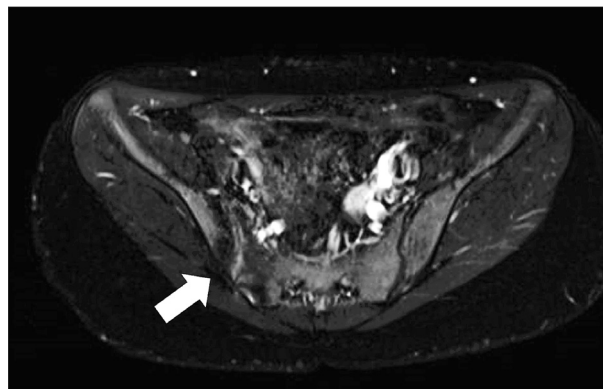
Magnetic resonance image taken on 12 January X+2, 1 year and 7 months after the start of treatment. Compared with before treatment (Fig. 1), fluid retention and high-signal areas in the right sacroiliac joint on fat-suppressed T2-weighted images had disappeared, and active inflammation was no longer seen in the joint (arrow).
